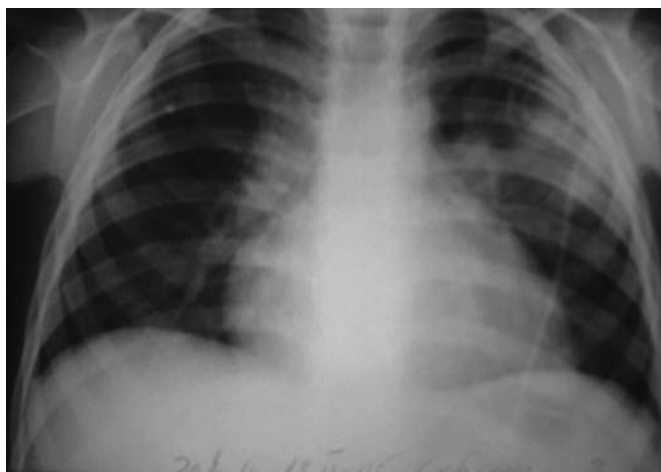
Рентгенограмма легких
